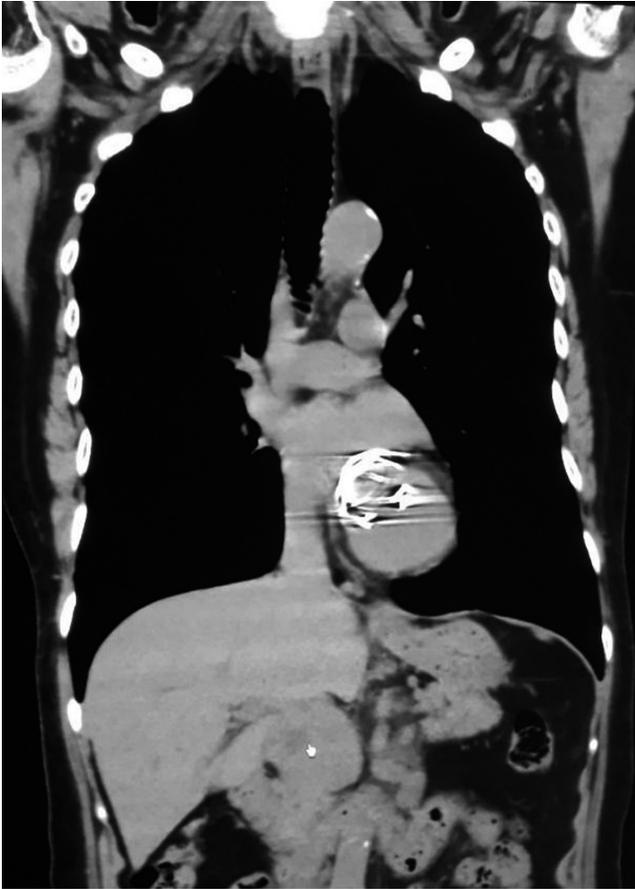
TAC de la masa o adenomegalia retroperitoneal detrás de la cabeza de páncreas.
